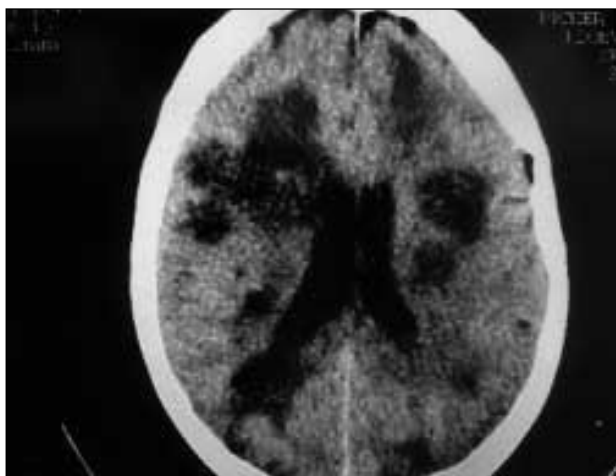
Tomografía cerebral con múltiples lesiones focales hipodensas en ambos hemisferios cerebrales.
